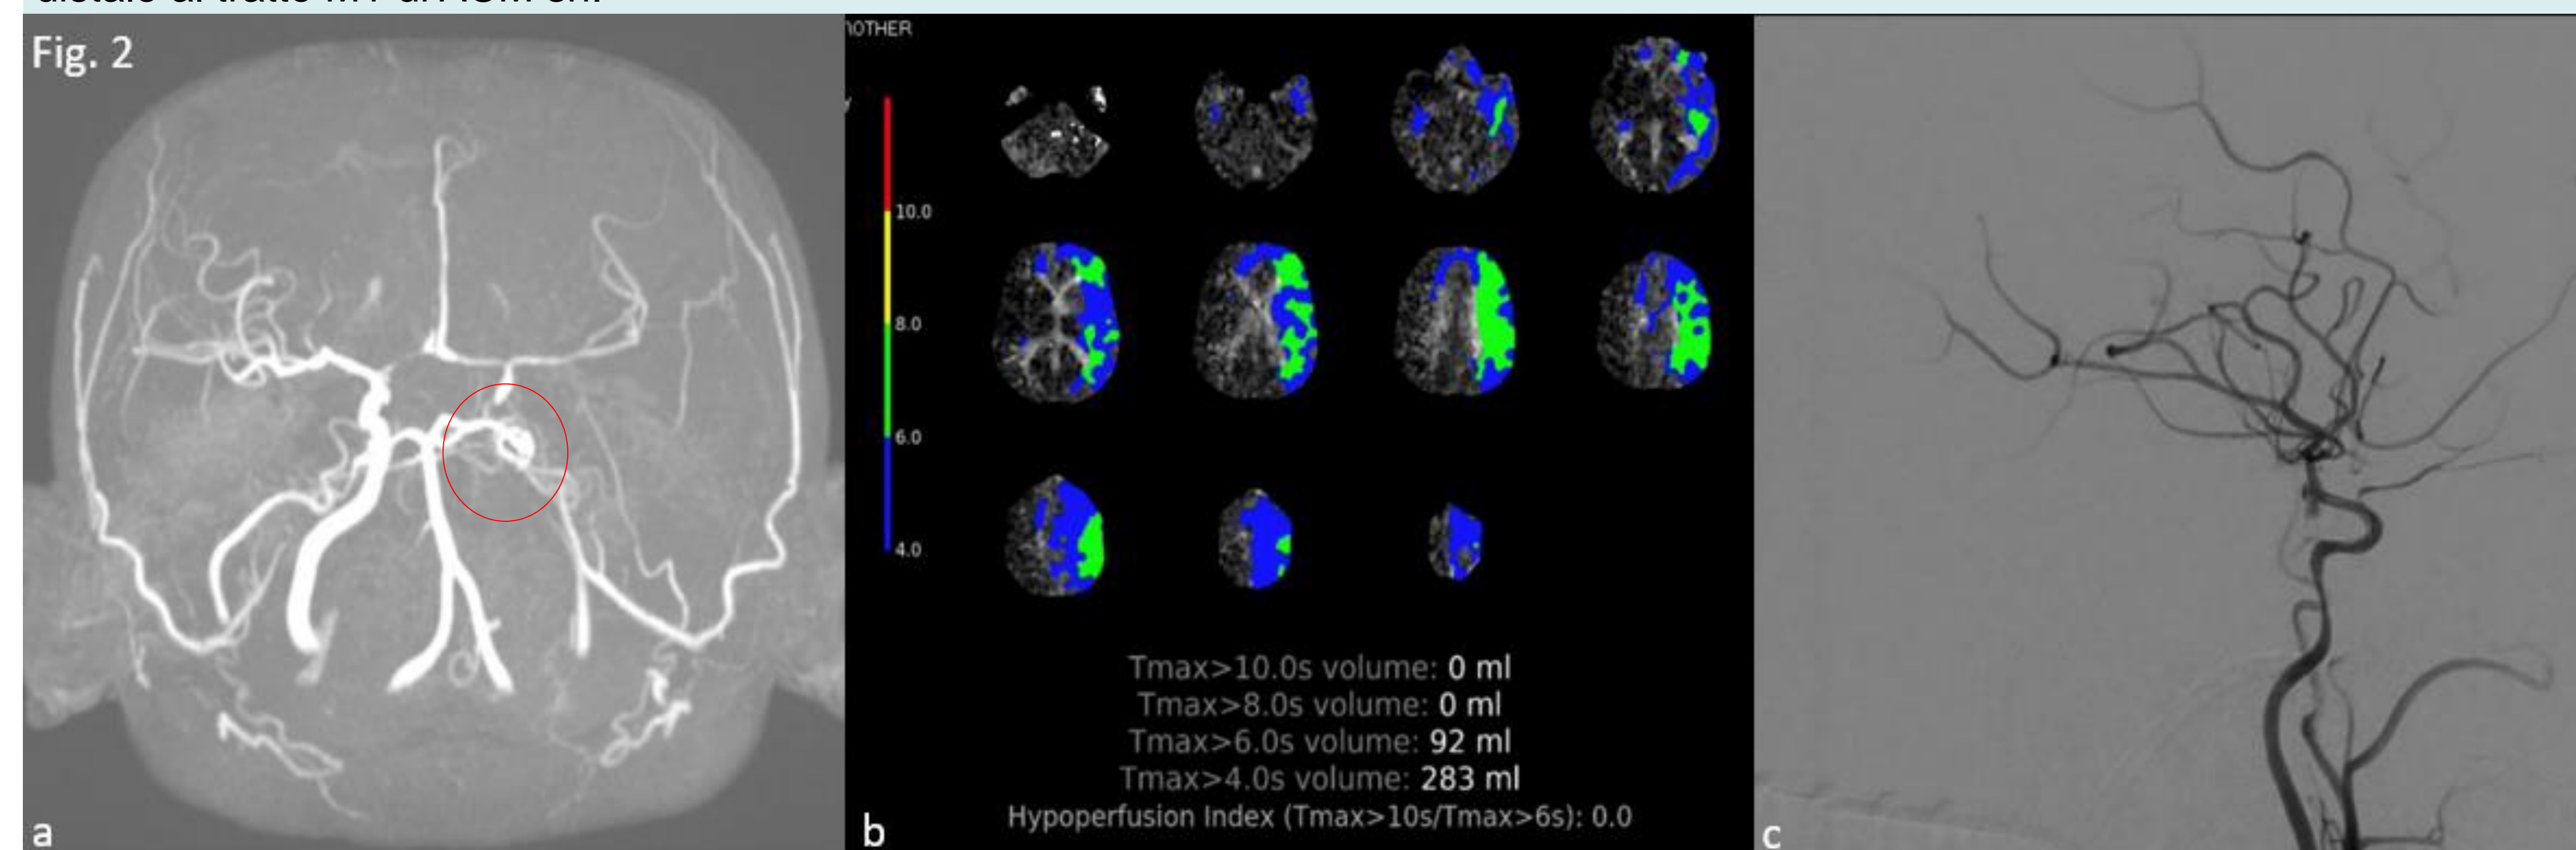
AngioRM intracranica: occlusione del sifone carotideo sn. Fig. 2b TC perfusion: alle mappe Tmax ampia area di penombra ischemica emisferica sn. Fig. 2c AGX: completa ricanalizzazione dopo posizionamento di stent intracranico a livello del sifone carotideo sn.
